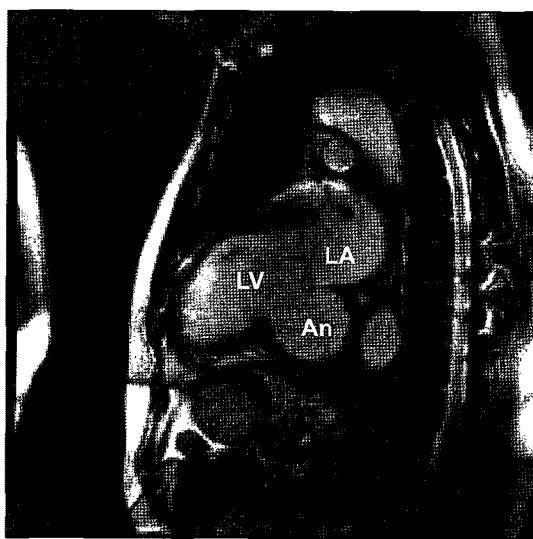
A cine MR image of submitral left ventricular aneurysm.
